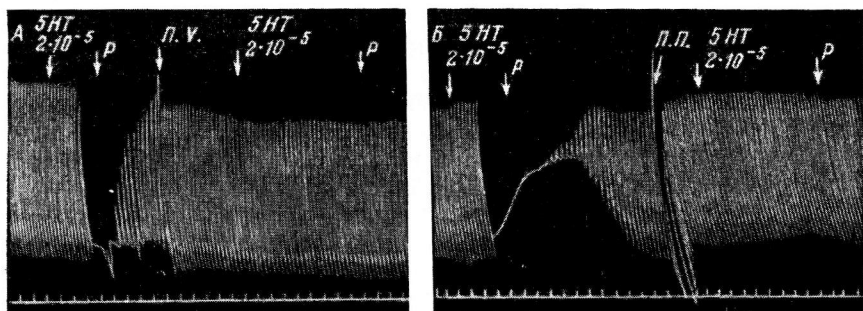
Запись сокращений сердца лягушки при перфузии дуги аорты серотином в концентрации  $2 \cdot 10^{-5}$  г/мл сначала на левой (А), затем на правой стороне (Б).
